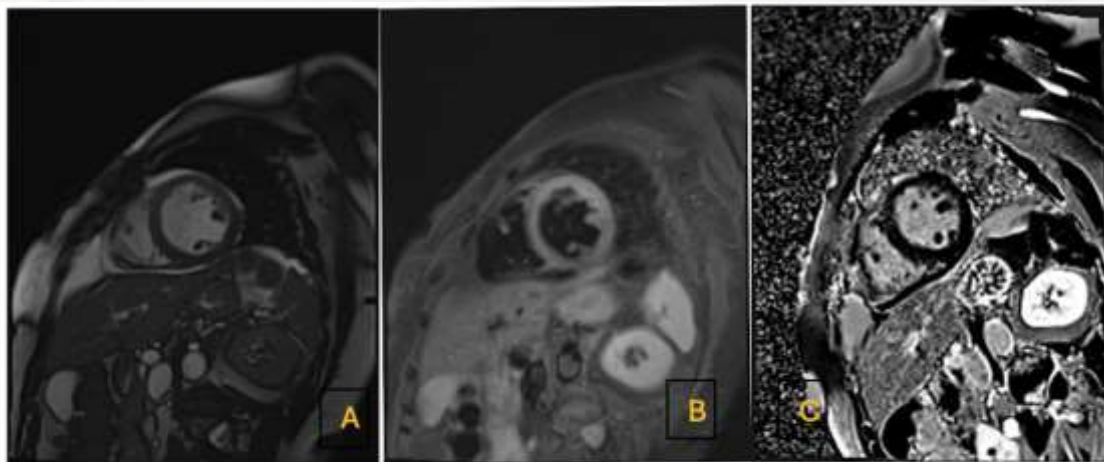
Cardio RM. A: secuencia cine con hipocontracción en segmento anterior medio. B: secuencia STIR con edema en segmento anterior medio y C: ausencia de realce tardío en dicho segmento. Hallazgos compatibles con miocardiopatía de estrés con patrón focal.
